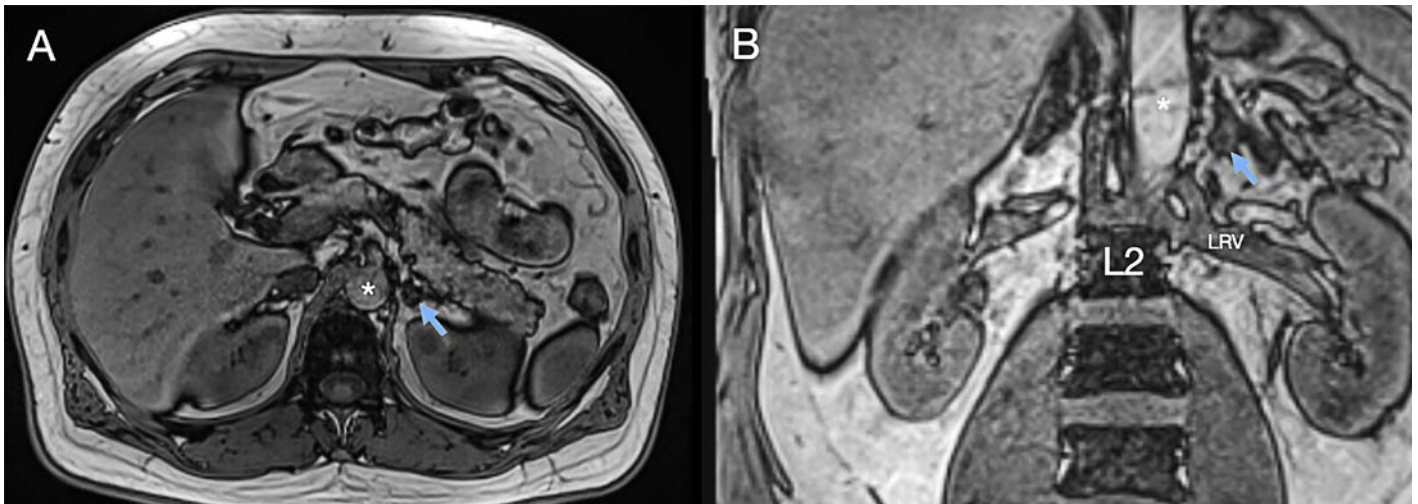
Abdomen-Magnetresonanztomogramme-Aufnahmen (A: axiale T1-Sequenz nativ, B: koronare T1-Sequenz nativ): fetthaltige, 1 cm messende Läsion im medialen Schenkel der Nebenniere links (Pfeil). *: Aorta abdominalis; LRV: linke Nierenvene; L2: 2. Lendenwirbelkörper.
